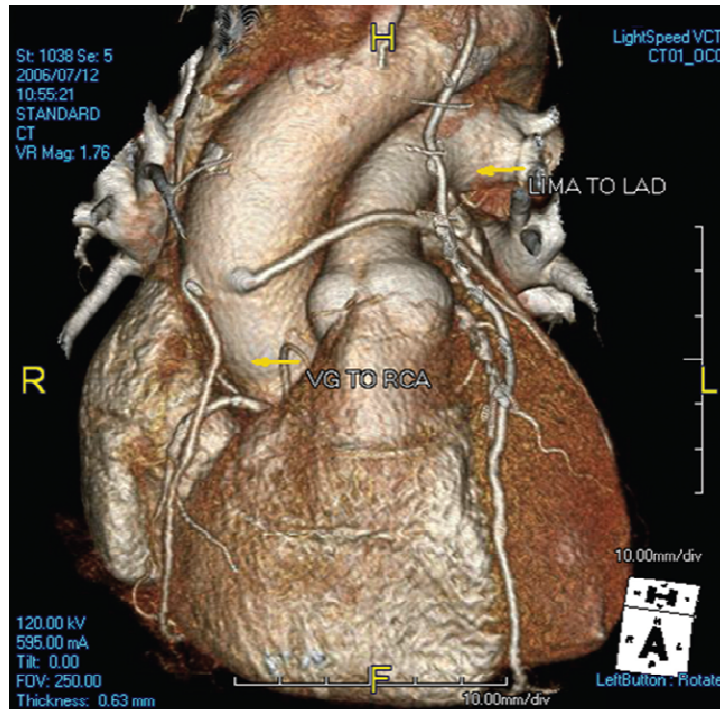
Imagem tridimensional de volume adquirida numa CTA, demonstrando 2 bypasses coronários, um de origem arterial e outro de origem venosa (36)
